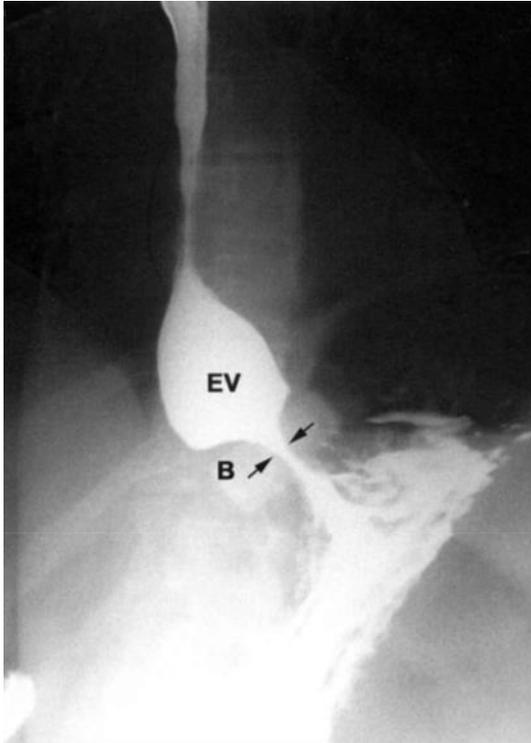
Рентгенография верхних отделов брюшной полости: умеренное расширение желудка над бандажом через десять месяцев после лапароскопического бандажирования. Стрелками показан внутренний диаметр манжеты в боковой проекции
